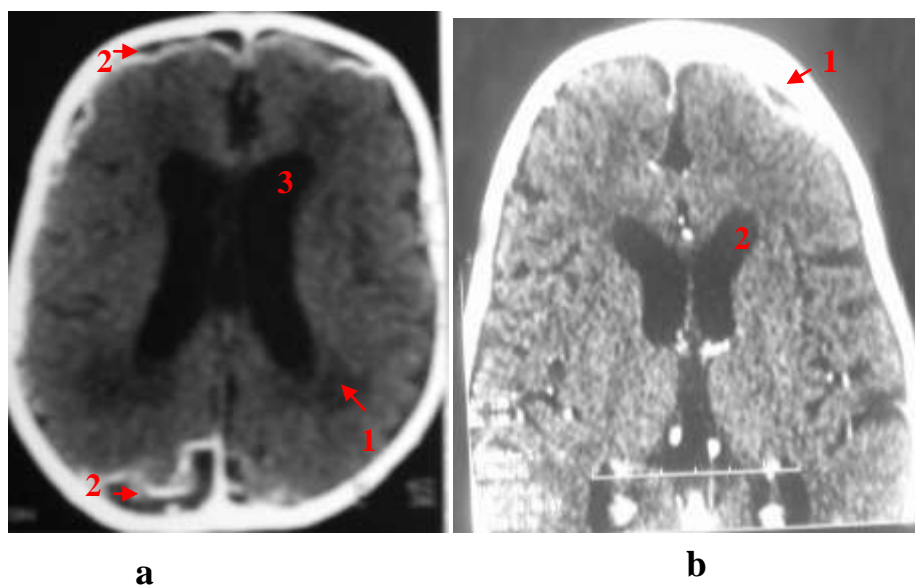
Complication associée à la TDM avec injection
